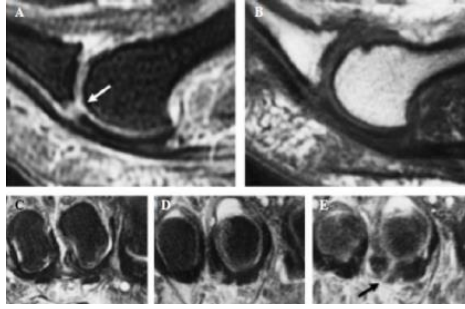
Troballes característiques de la RM. a) Imatge en el pla sagital que denota una lesió de la placa plantar (fletxa blanca) (T2-hiperintens). b) La mateixa lesió apareix com una àrea de baix senyal (T1). c-e) Imatges en el pla coronal que mostren la distensió de l'articulació i dels teixits que envolten la placa plantar. Esquinçament longitudinal de la placa plantar (fletxa negra).
